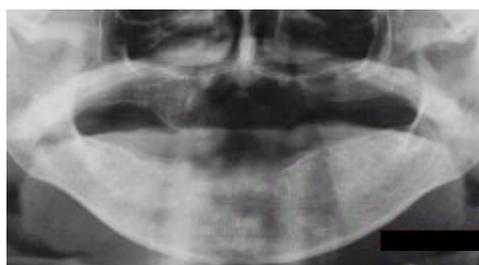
Caso 1. Radiografia panorâmica demonstrando crescimento ósseo vertical e em padrão de flocos de algodão (setas).
